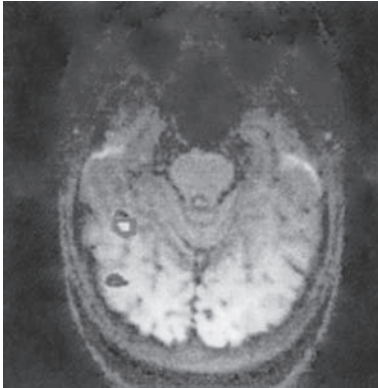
Esta imagen por resonancia magnética funcional muestra la activación del "área fusiforme para la cara", que responde a los rostros humanos. El hemisferio izquierdo aparece a la izquierda. Las imágenes cerebrales muestran los vóxeles que produjeron una intensidad de señal en la resonancia magnética significativamente superior durante los periodos que contenían rostros que durante los que contenían objetos. En cada una, la región de interés se muestra trazada en verde. (Reproducida con autorización de Kanwisher *et al.*, 1997.) Ver lámina de color al final del capítulo 12.
